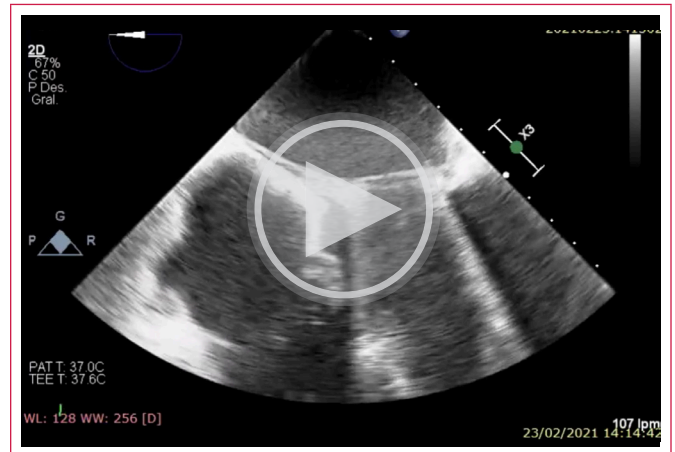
Ecocardiografía transesofágica en vista de 4 cámaras, donde se evidencia imagen lineal en la cavidad atrial izquierda (doble pared) correspondiente al flap de disección intimal.
